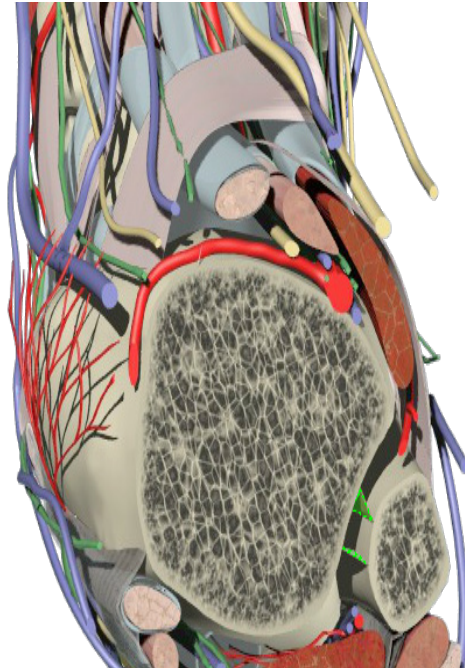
Representación anatómica de la imagen RM de la figura 36.
